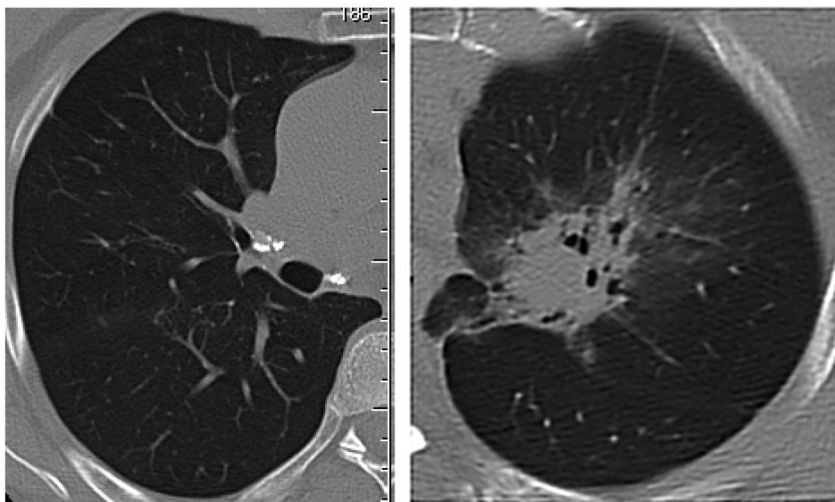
КТ пациентки К., 63 года. Крупные кальцинаты в правом легком в проекции S3 и главного бронха. Слева на верхушке участок уплотнения легочной ткани ноздреватой структуры с лучистыми тяжами, перигиллярным интерстициальным компонентом. КТ мало соответствует специфическому процессу
